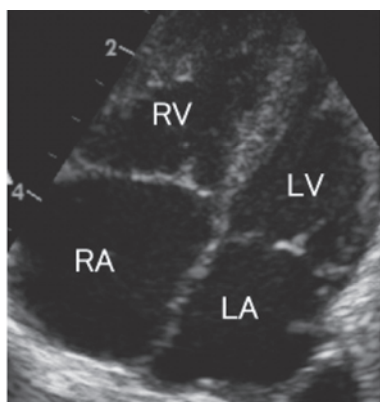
出生直後の心臓超音波検査：右心房を主とした右心系の拡大を認めた
